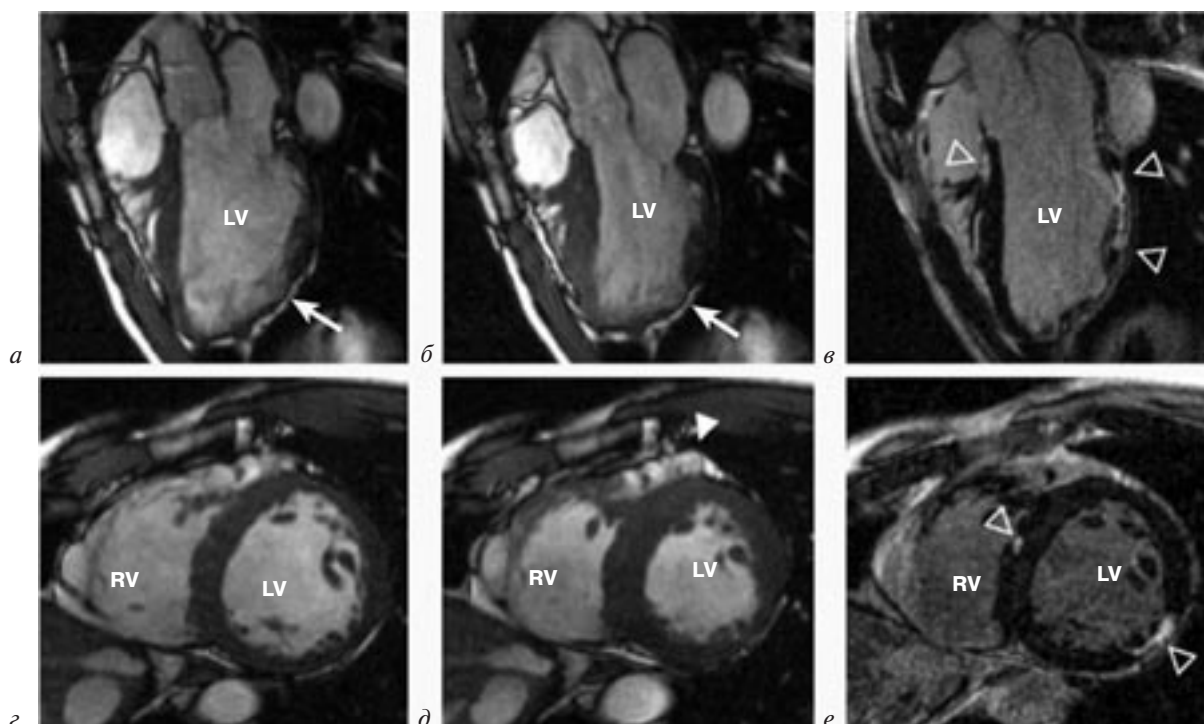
МР-томограммы при АДПЖ:
